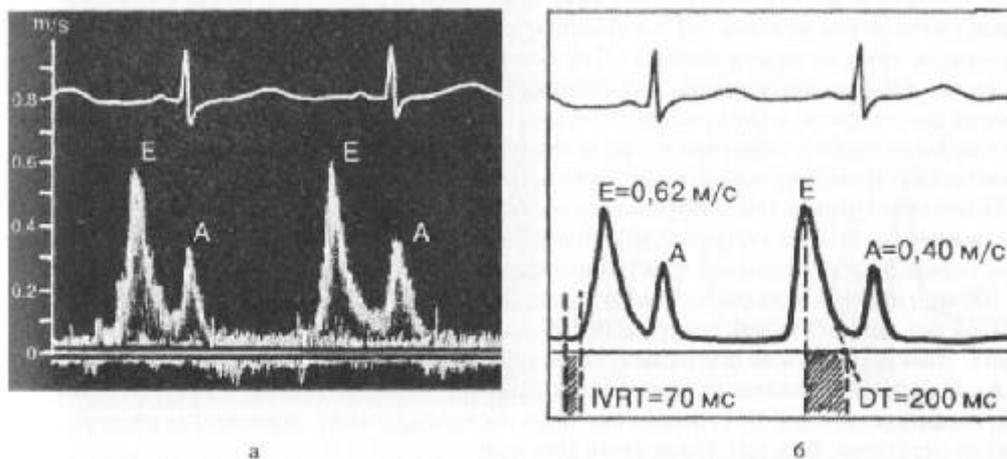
Нормальный трансмитральный диастолический поток крови (а) и измерение основных параметров диастолической функции ЛЖ (б) (из кн. Струтынский А.В. Эхокардиограмма: анализ и интерпретация).
